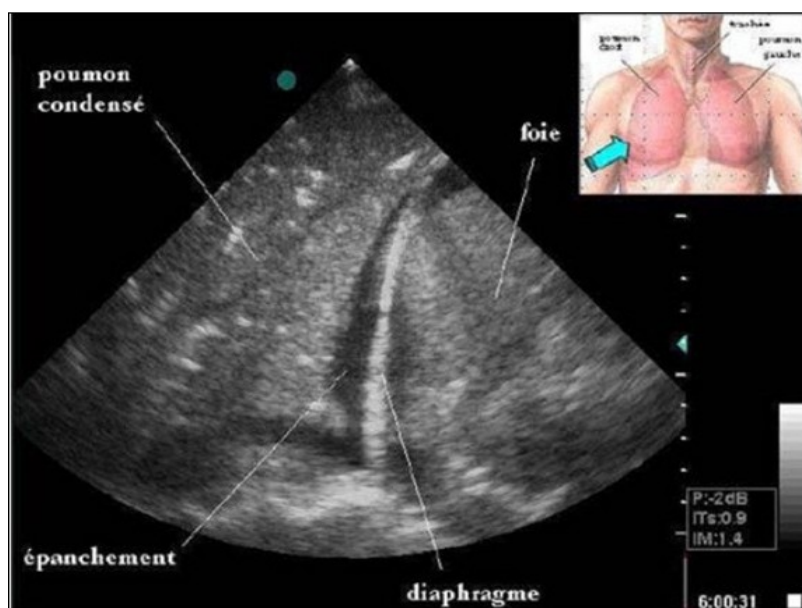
Visualisation en échographie d'un épanchement pleural
